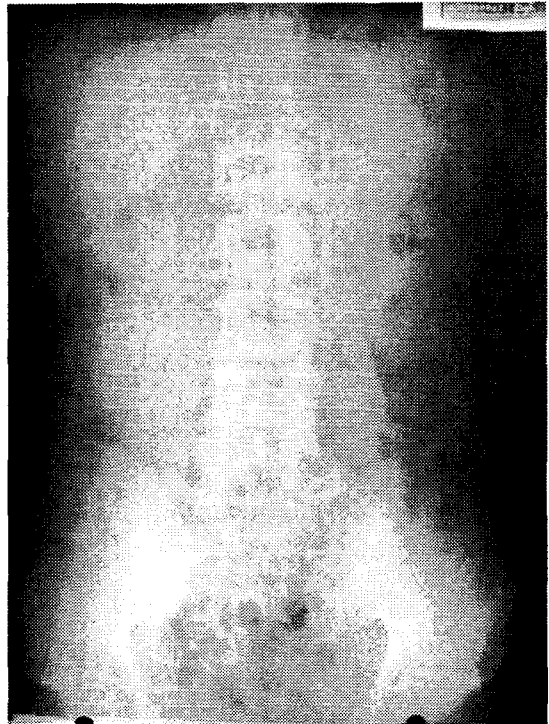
L-spine X-ray performed at 2006-11-22. AP view.
